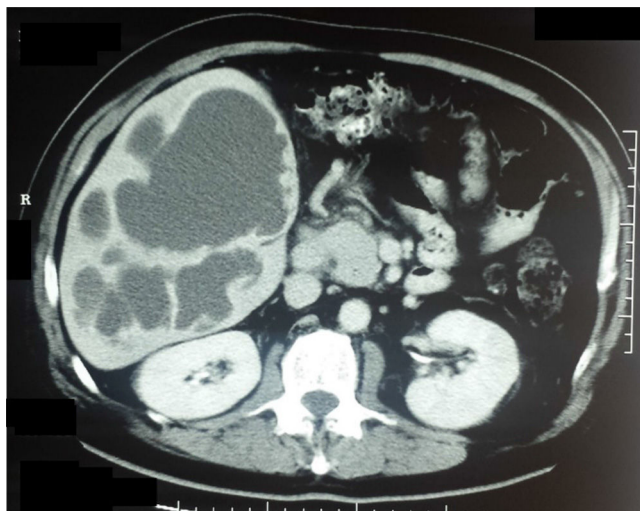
Tomografía computarizada con doble contraste mostrando en corte axial: hígado aumentado de volumen, con múltiples lesiones quísticas de 18 unidades Hounsfield (líquido espeso), correspondiendo a abscesos hepáticos amebianos.
